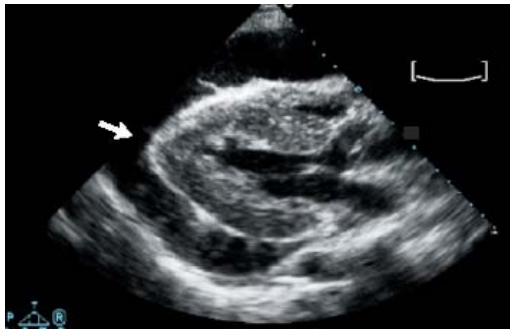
Ecocardiografie. Pericardită lichidiană
